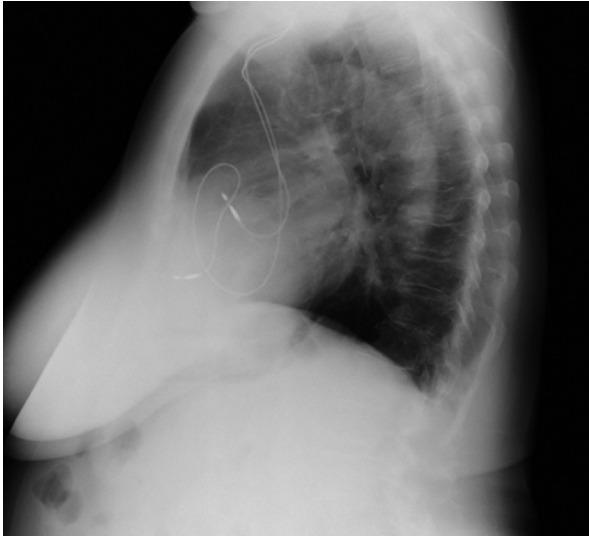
Radiografía de tórax lateral prequirúrgica. Se observa adhesión de los electrodos de marcapasos a la tabla interna del esternón. Fuente: autor
